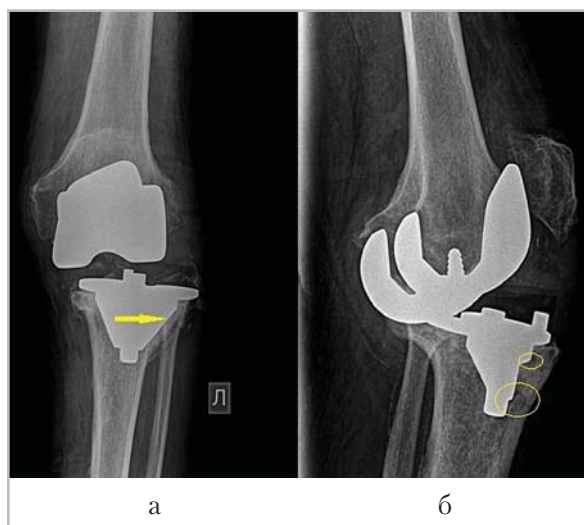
Рентгенограммы левого коленного сустава в прямой (а) и боковой (б) проекциях; отмечается подвывих берцового компонента кнаружи (стрелка) с децентрацией компонентов эндопротеза, выявляются участки просветления в парапротезной кости, подозрительные на деструкцию (эллипсовидные метки)
